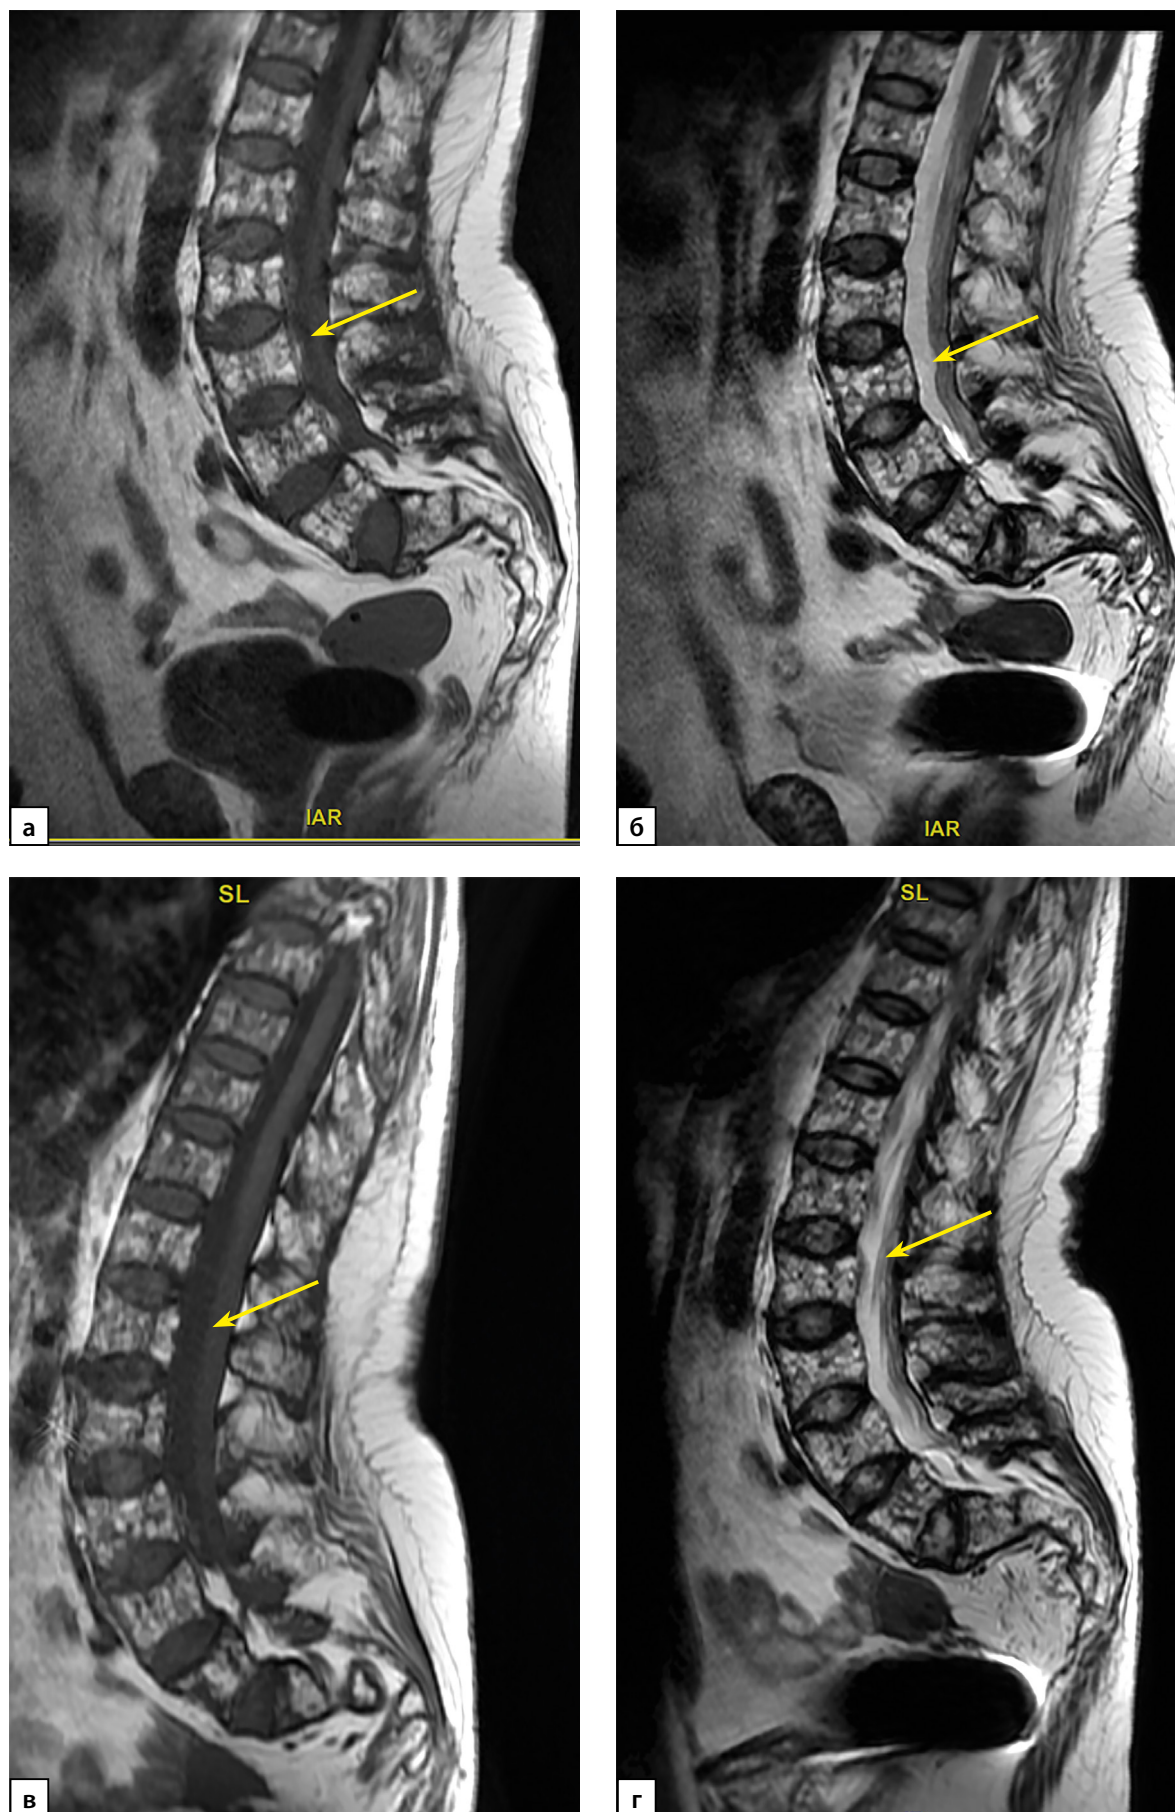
Пациентка П. МРТ-исследование поясничного отдела позвоночника в сагиттальной проекции:
